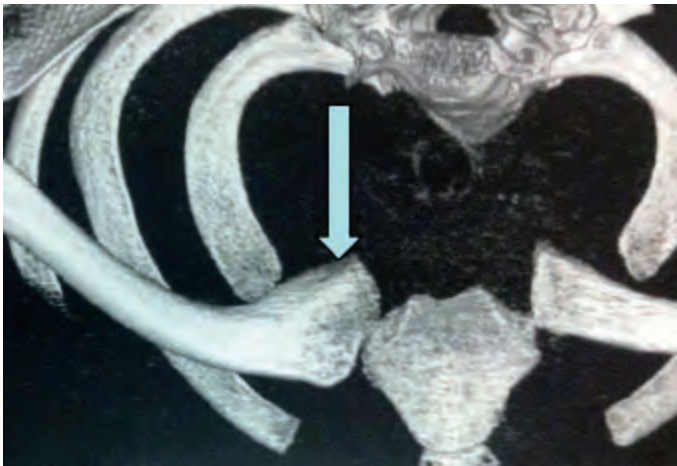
La TAC que confirma patologia descrita.
